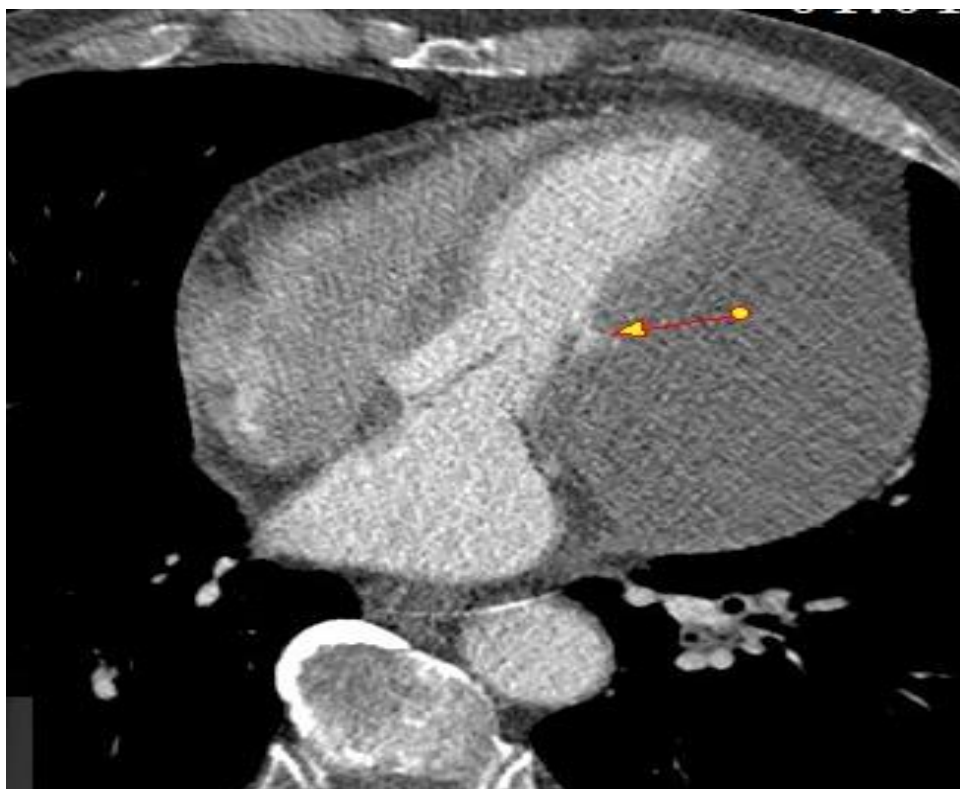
МСКТ с визуализацией дефекта свободной стенки ЛЖ. Стрелкой указана шейка аневризмы ЛЖ
